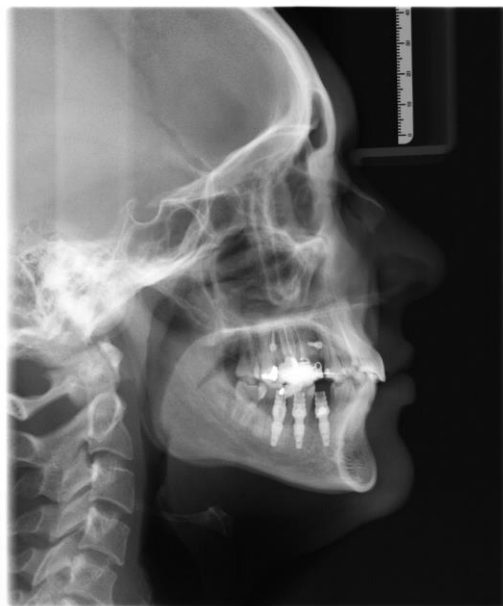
Telerradiografia de perfil.
